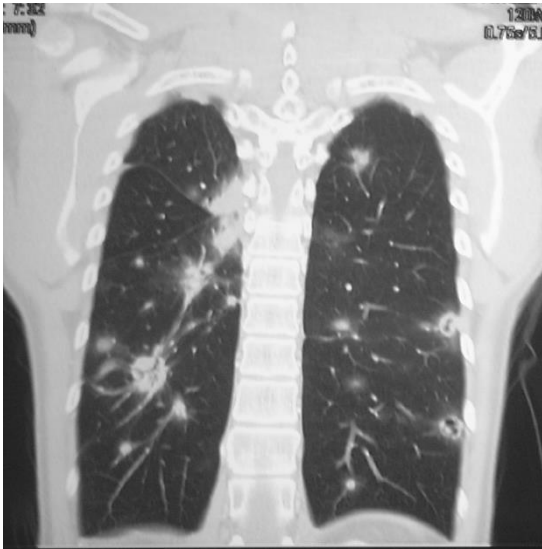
TC múltiples nódulos cavitados y áreas con vidrio esmerilado
